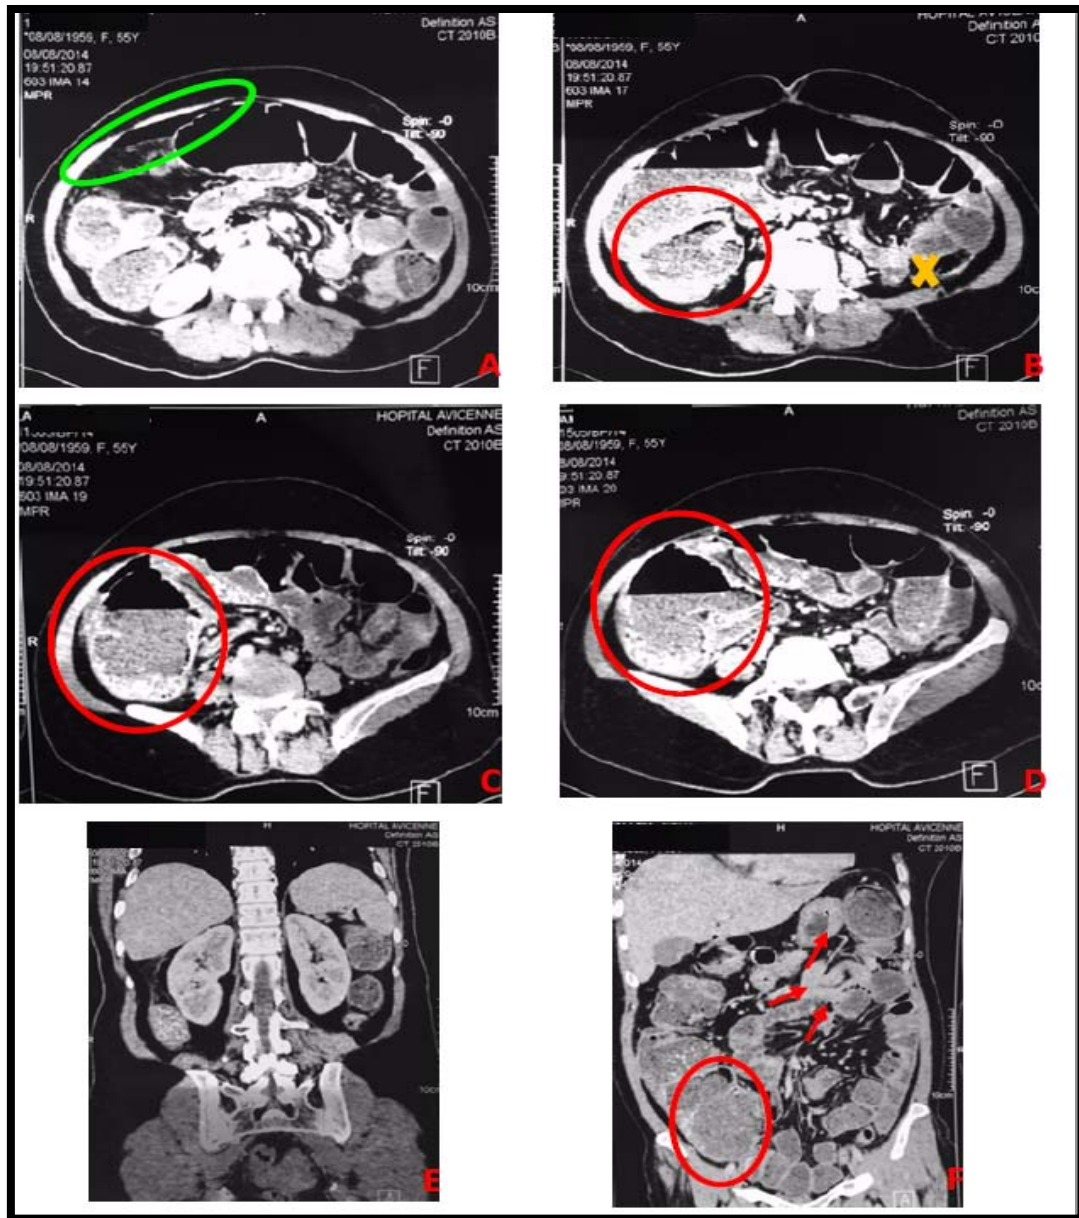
TDM C+ : occlusion intestinale sur tumeur colique gauche compliquée d'une perforation diastasiqae caecale, coupes axiales (A, B, C et D), coronale (E) et sagittale (F) :Distension du colon gauche, du colon transverse et du colon ascendant à 6cm et des anses iléales à 3cm en amont d'une zone de disparité de calibre au niveau du colon gauche (X) où se trouve un épaississement pariétal irrégulier sténosant (D) de 34mm étendue sur 30mm. Dilatation et stase stercorale caecale importante (O). Epanchements gazeux à type de pneumopéritoine (O).
